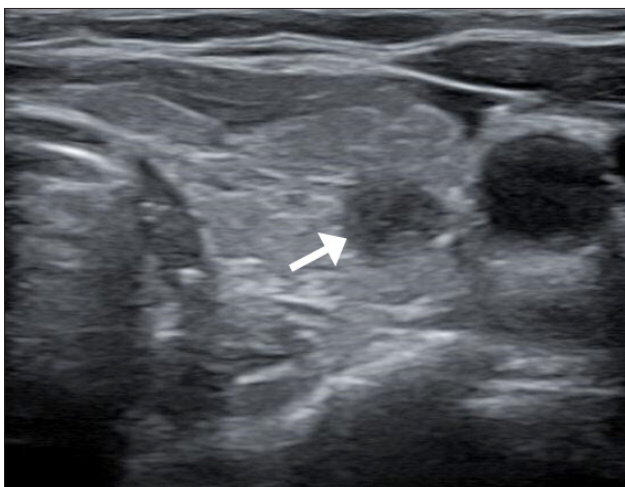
Neck radiologic exam. Ultrasound image shows hypoechoic nodule at left middle pole of thyroid gland (arrow).
